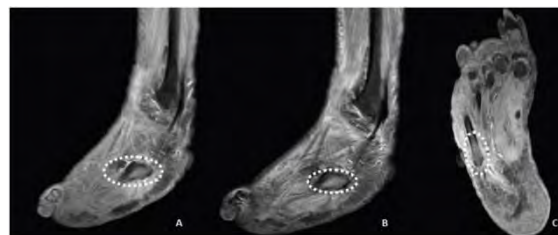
Imagem de RM de um pé diabético; A) Corte Sagital em STIR; B) Corte sagital pós contraste, no qual é evidente em ambas, hipersinal na base do 5º metatarso (a tracejado), compatível com osteomielite e hipersinal difuso de todos os tecidos moles envolventes. C) Corte axial em T1 pós contraste e evidenciando hipersinal e hipercaptação no terço proximal do 5º metatarso (círculo a tracejado) compatível com osteomielite. Fonte: ^[4]
